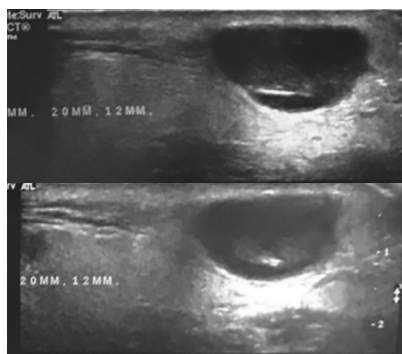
Ecotomografía paciente.
